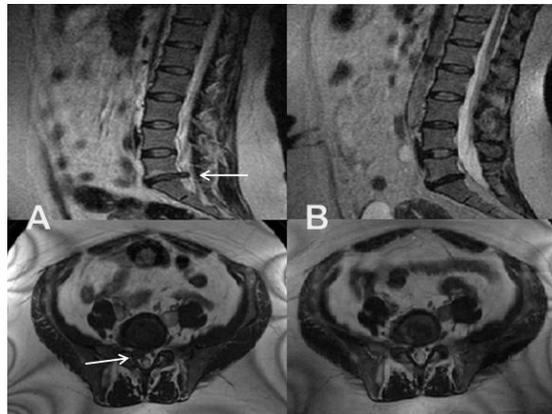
RMN de la región lumbosacra 0,35 T en vistas sagital y axial en la secuencia T2: A) detección de hernia discal lumbar L5-S1 extruida (indicada con flechas); B) significativa resolución de la hernia (transcurrido un año)
